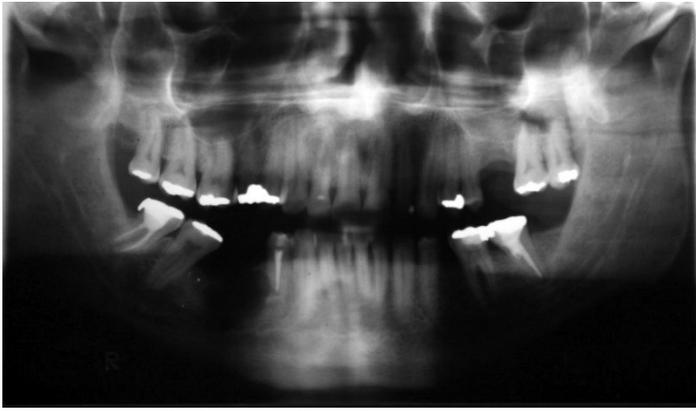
Radiografia Panorâmica evidenciando lesão em corpo mandibular à direita
